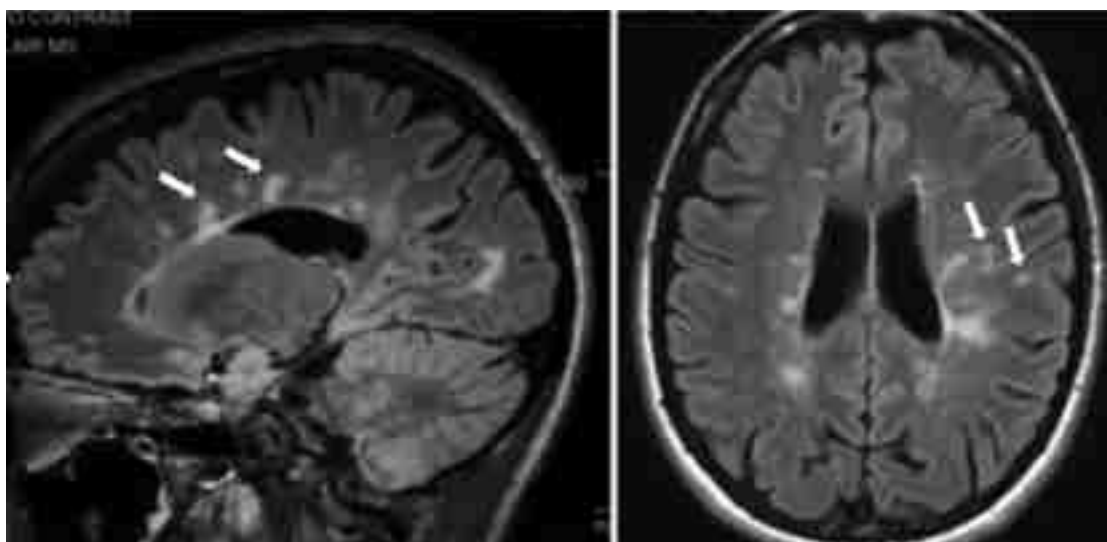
IRM cérébrale en séquence FLAIR (Fluid Attenuated Inversion Recovery) d'un patient atteint de SEP (52)
